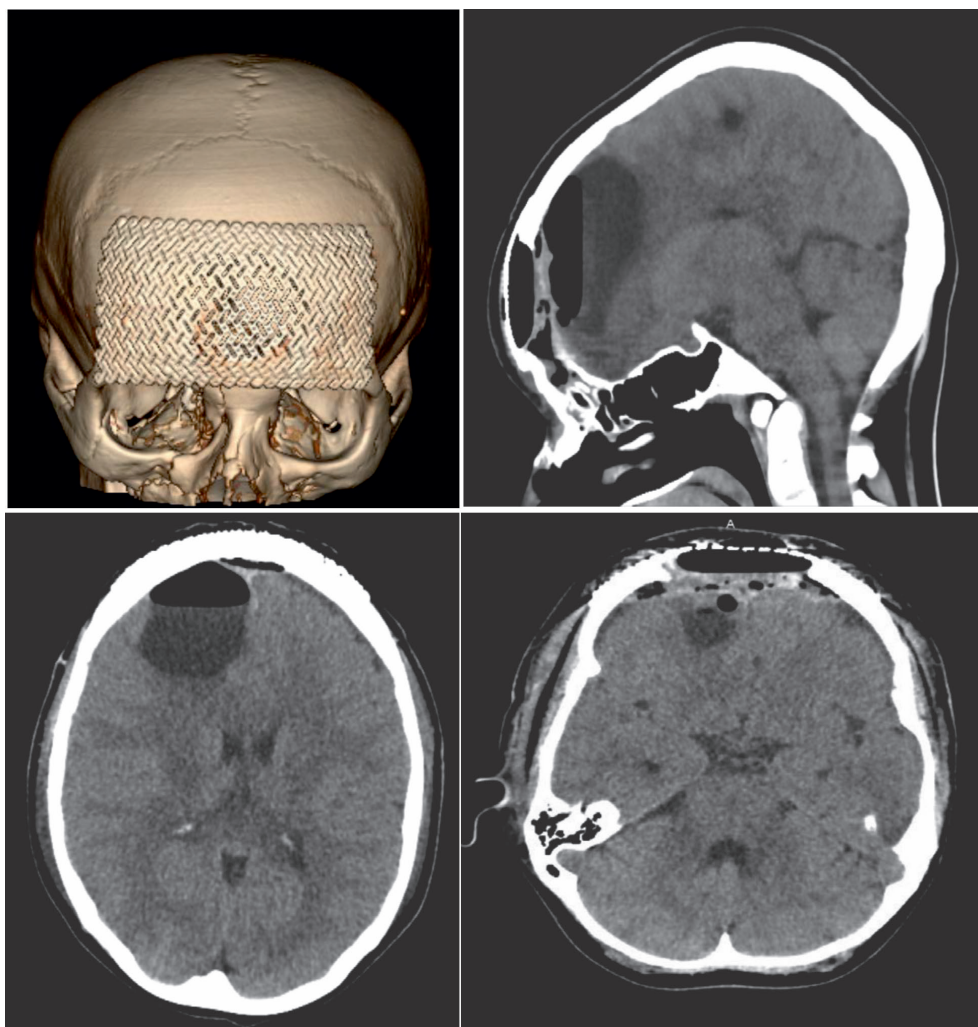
КТ контроль головного мозга на второй день после операции: В правой лобной доле определяется участок, ликворной плотности, размером около 42,8мм x37,5мм x57,1мм. Также отмечаются участки воздуха. Боковые, III-, IV желудочки не дислоцированы. Краниоспинальный переход, стволовые отделы и мозжечок без видимых очаговых изменений. Экстрацеребральные ликворные пространства не расширены. Состояние после пластики дефекта черепа титановой пластиной.
